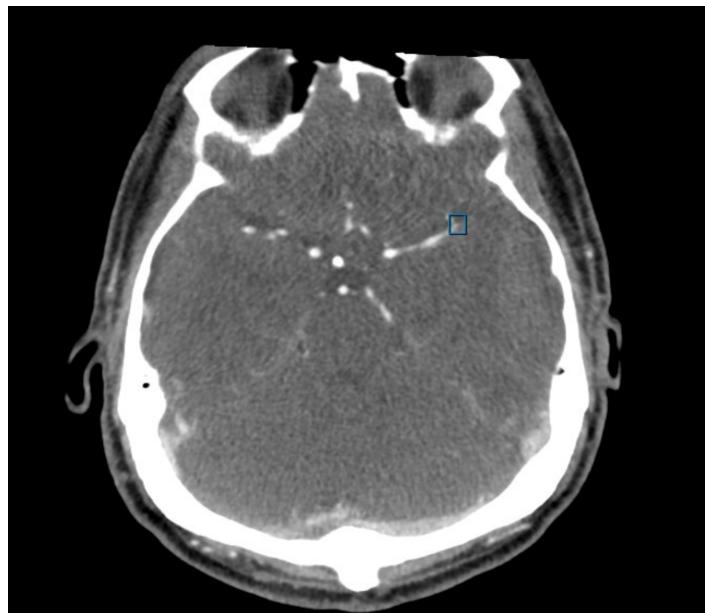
Beispiel für Ausgabe von StrokeViewer LVO. Die erkannte LVO-Position wird im CTA-Scan mit einem blauen Begrenzungsrahmen hervorgehoben.
